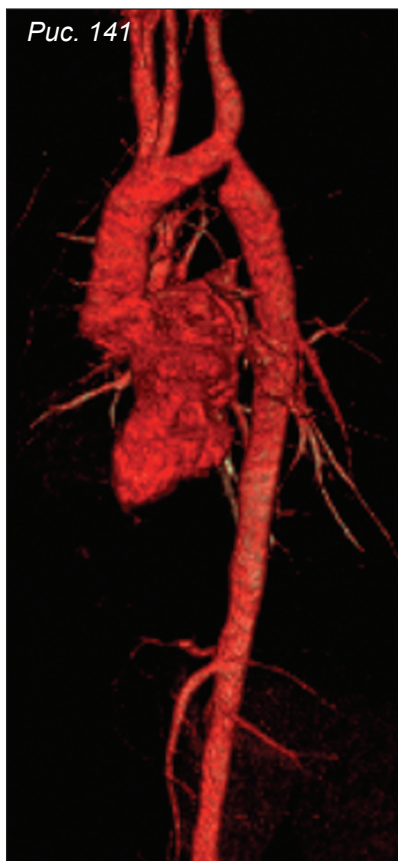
КТ-ангиография. Объемные реконструкции.
